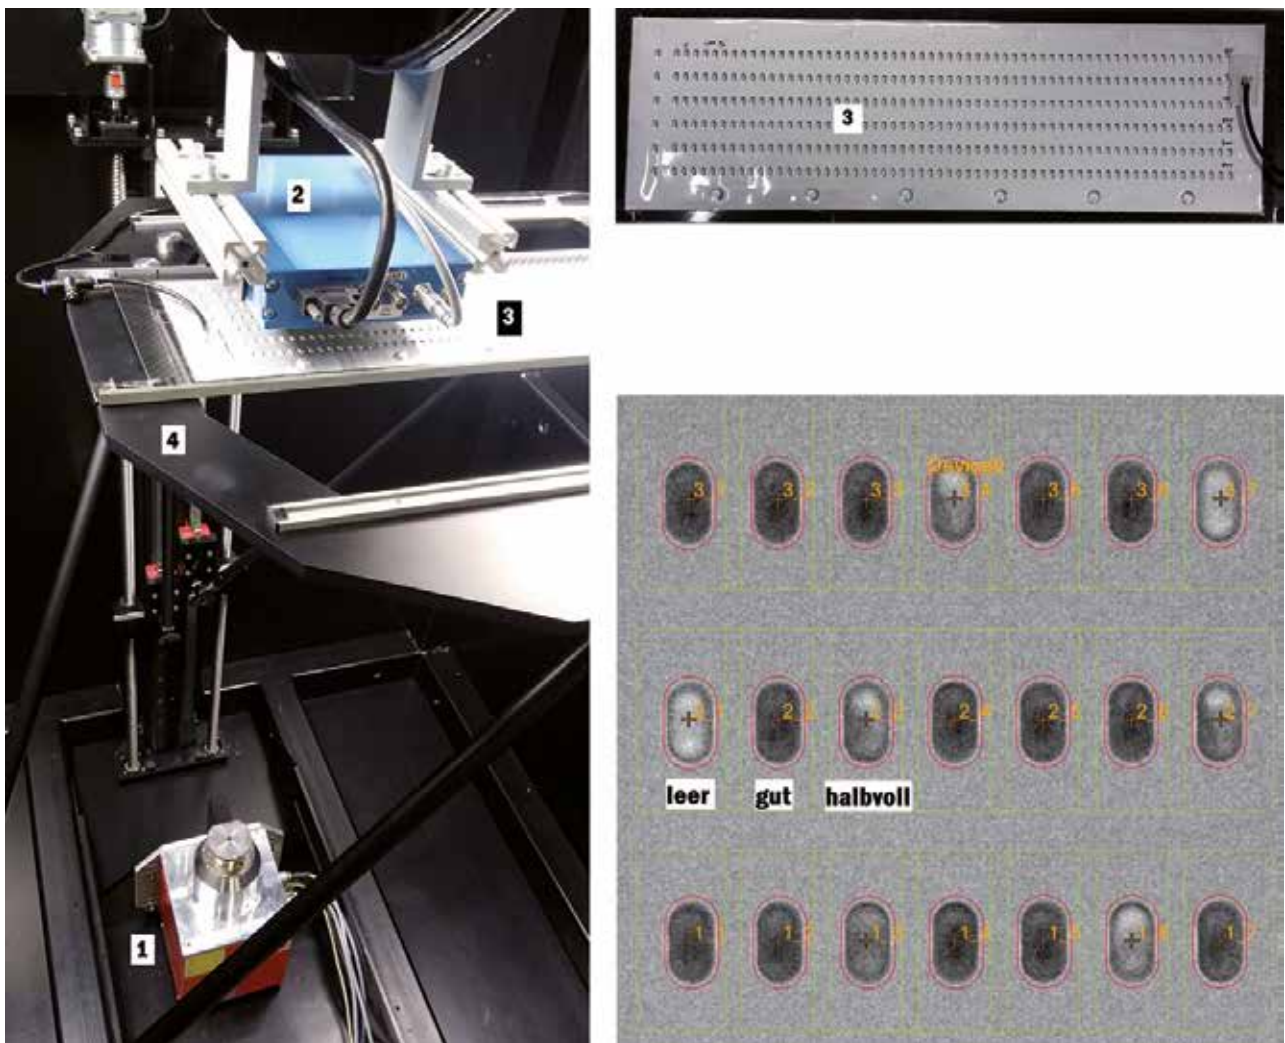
Testaufbau für die Machbarkeitsstudie. 1: Röntgenquelle, 2: Kamera, 3: Blisterband, 4: Hexapod. Oben rechts: Blisterband, 6-spurig; unten rechts: Bildausschnitt aus einer Aufnahme (Quelle: Xicron).
